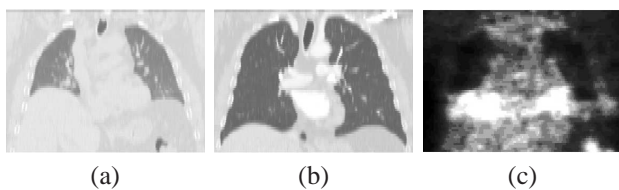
Vue coronale des images TDM à deux instants du cycle respiratoire (a) et (b) et l'image TEP correspondante (c) pour un même patient.
